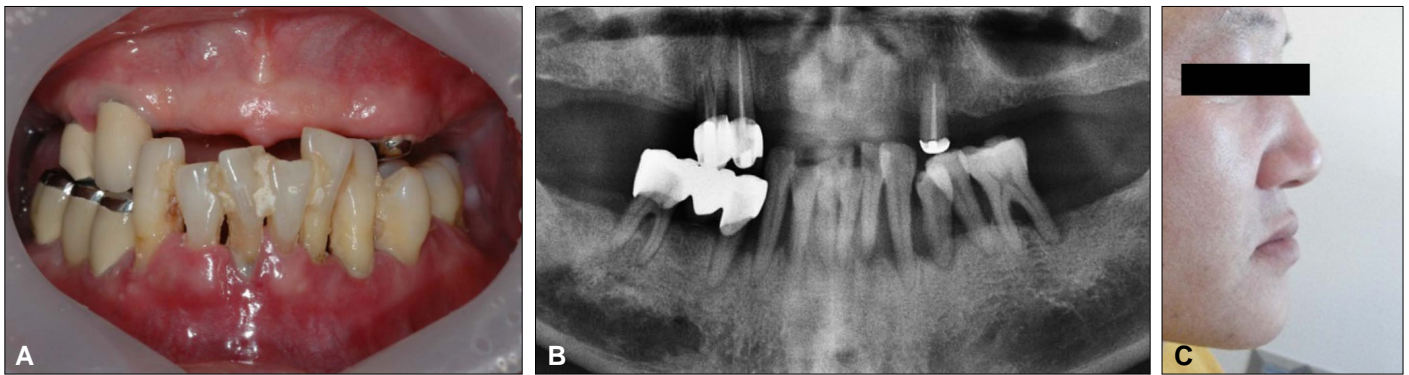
First visit views. (A) Intraoral photo, (B) Panoramic radiograph, (C) Extraoral photo.
